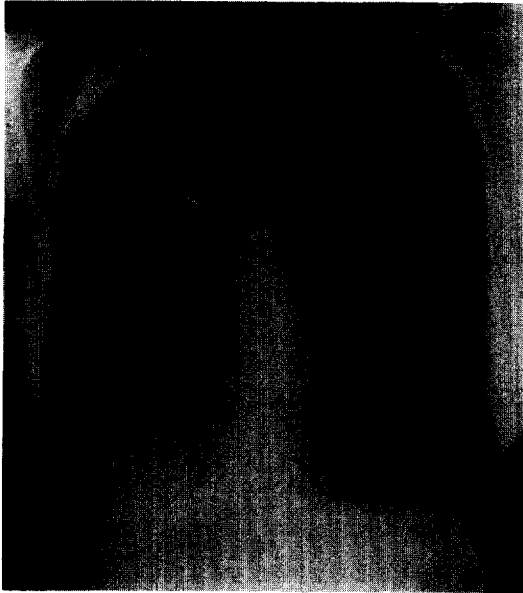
After anti-tuberculosis therapy, Chest X-ray(1998. 6) shows definite improvement but there is persistent fibro-streaky lesion with cavity in RUL.
